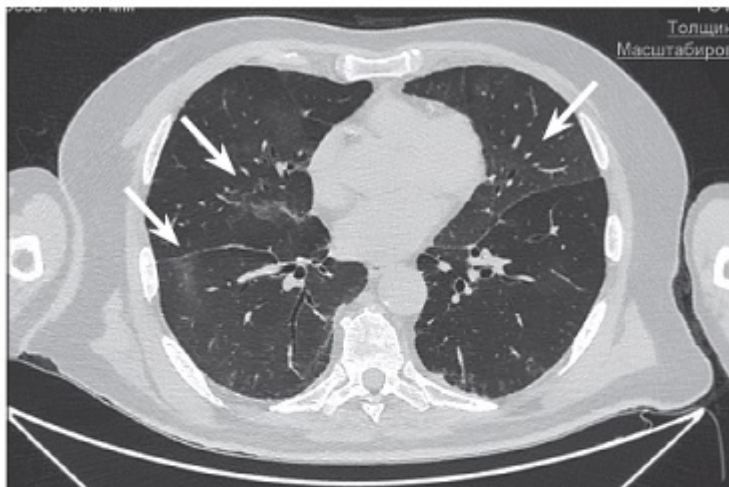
Результат компьютерной томографии органов грудной клетки пациента П. от 07.11.2022: отчетливая динамика – регресс интерстициальных изменений (отмечен стрелкой)
